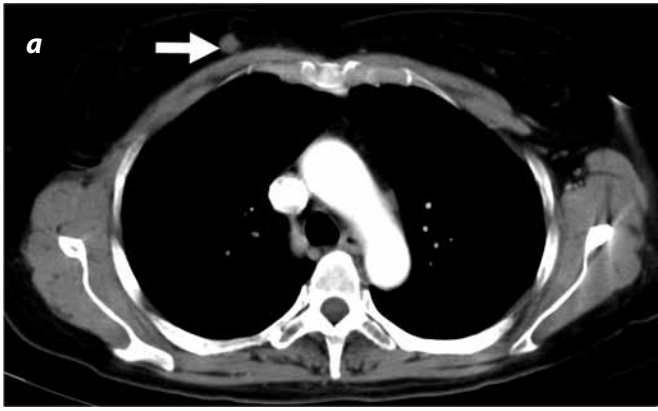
(a y b). TAC con medio de contraste de tórax. Múltiples nódulos en el seno derecho, con densidad en los tejidos blandos, de morfología redondeada, menores de 1 cm, sin condicionar retracción, ni distorsión de la arquitectura (flechas).
